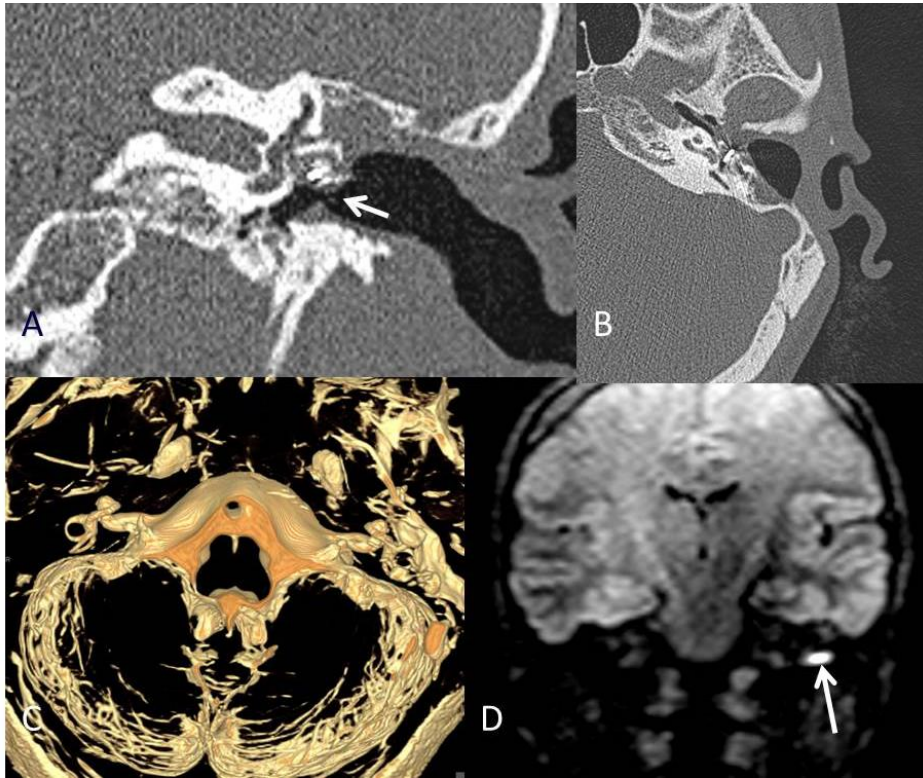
Prótesis metálica en oído medio. (A y B) TC con reconstrucción axial y coronal respectivamente, prótesis metálica de cadena osicular. (D) Coronal DW no EPI mostrando foco de hiperseñal secundario a artefacto metálico.
